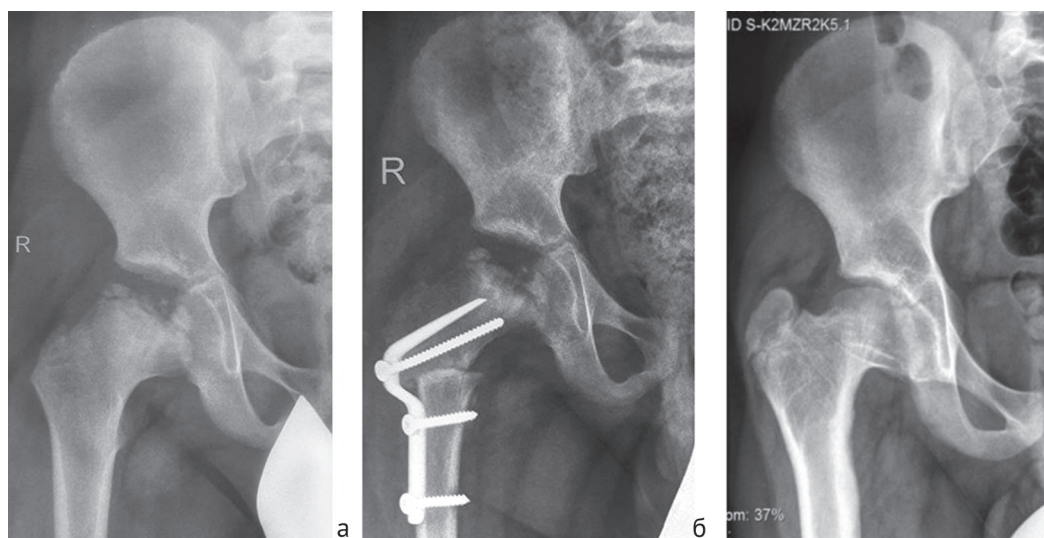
Рентгенограммы тазобедренного сустава в прямой проекции пациента Р., 9 лет, с правосторонней БЛКП: а – до операции; б – через 1 месяц после корригирующей (варизирующей) остеотомии правого бедра; в – через 4 года после корригирующей (варизирующей) остеотомии правого бедра
